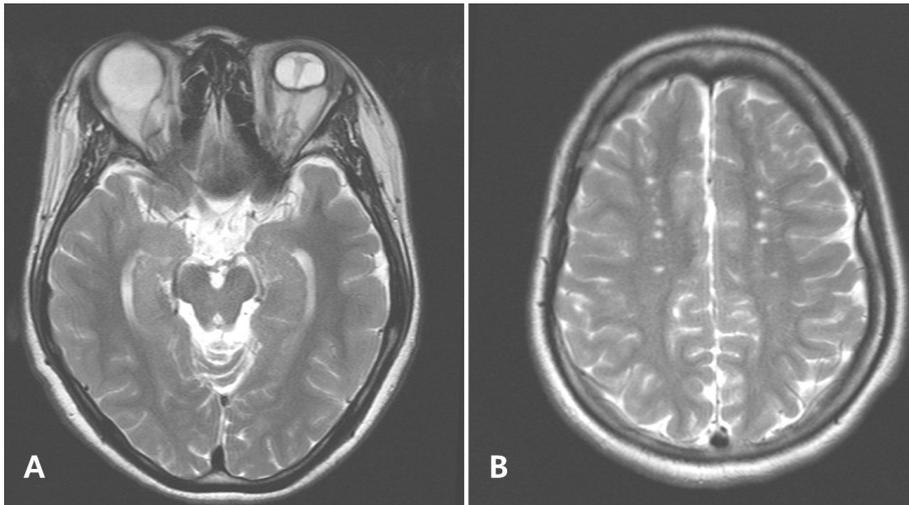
Brain MRI image of a subject 5 (A) The patient had dislocation of left lens and underwent the operation on the left eye. Lt. microphthalmia with retinal detachment is seen. (B) Multiple lacunar infarction is observed in both periventricular white matter areas.
